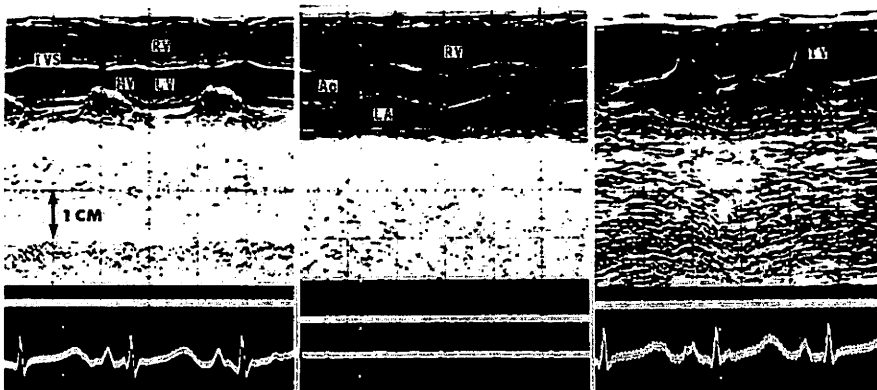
Echocardiogram of an infant with idiopathic respiratory distress syndrome is quite normal.
